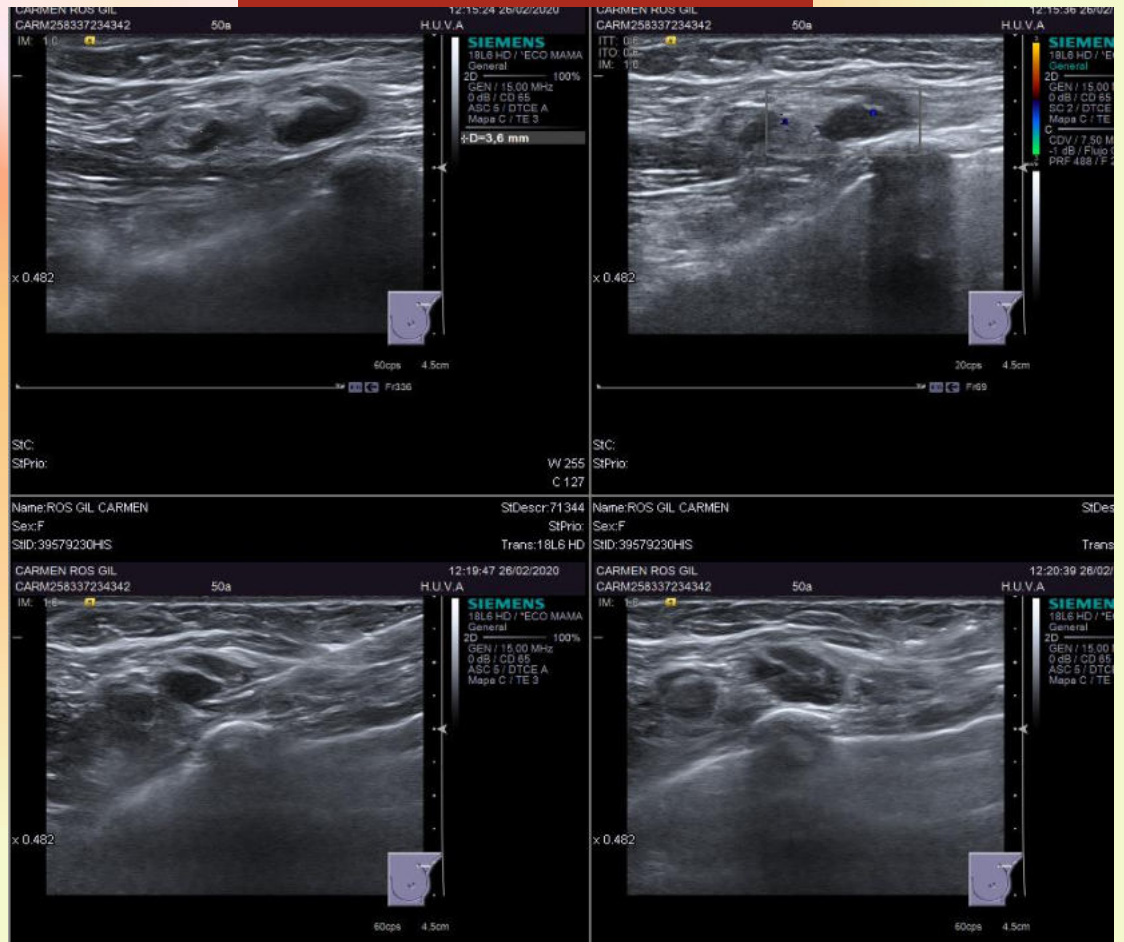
Ecografía axilar
